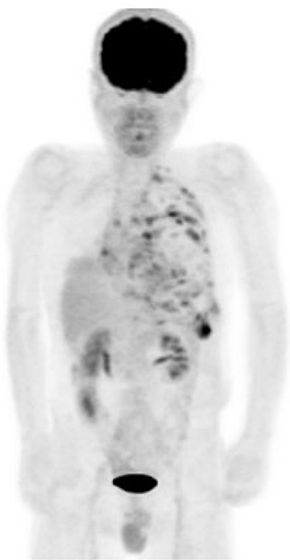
PET-CT shows high accumulation all around the left pleura.
